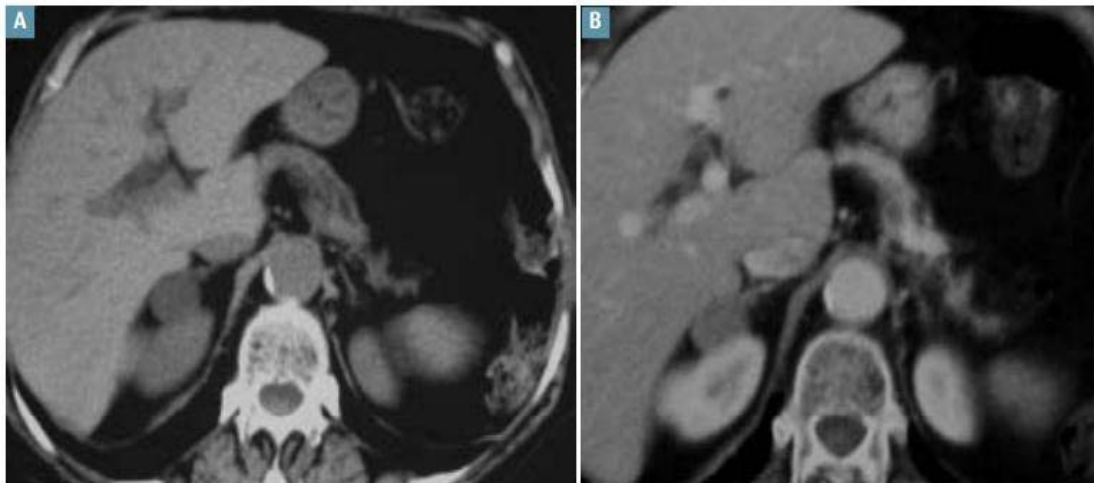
Adénome. TDM coupes axiales : sans injection (A), avec injection (B) : Masse surrénalienne droite, inférieure à 3 cm, de densité basse, inférieure à 10-15 UH sans injection. La prise de contraste est modérée après injection, avec Wash out rapide.
